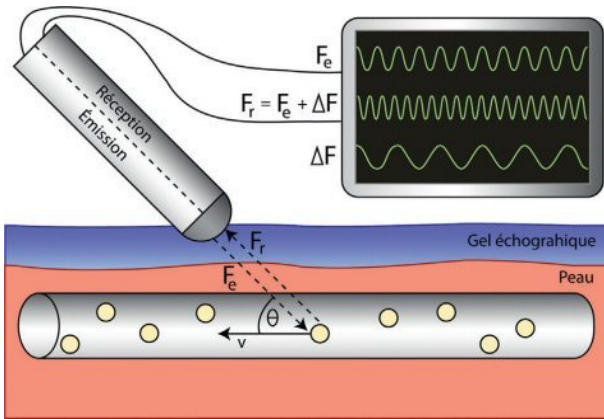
Principe du mode Doppler continu.
